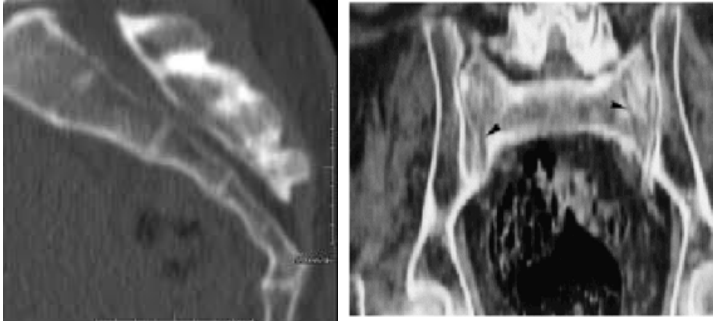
Tomografía de simple evidenciándose fractura de sacro (izquierda) fractura de coxis (derecha)
